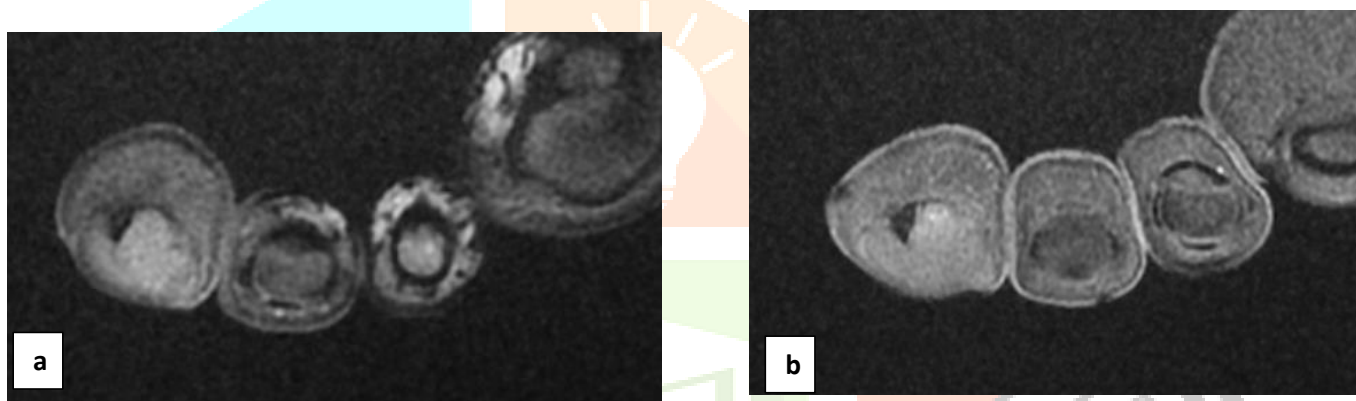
IRM en T1 FAT SAT non injectée (3a) et T1 FAT SAT avec injection de gadolinium (3b) montrant l'absence de prise de contraste de la lésion ostéolytique de la phalange distale du 4^{ème} orteil
